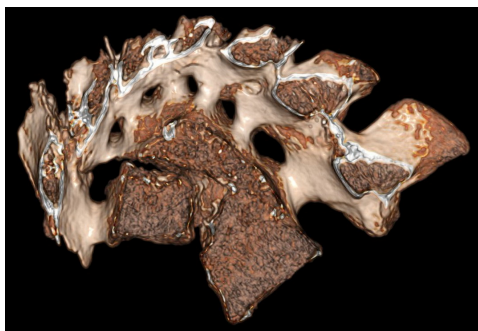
Результат компьютерной томографии сросшихся позвонков индивида из погребения № 2.
